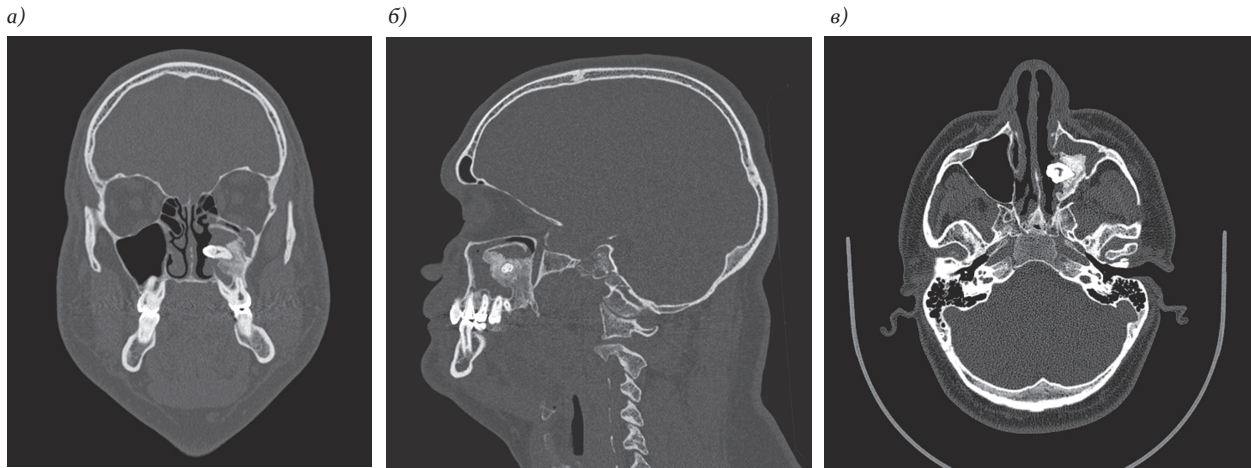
МСКТ: а — кософронтальная; б — кососагиттальная; в — косоаксиальная реконструкции. Сохраненная зубосодержащая киста с признаками выраженного неоостеогенеза, субтотально заполняющая просвет левой верхнечелюстной пазухи. Левосторонний хронический верхнечелюстной синусит
